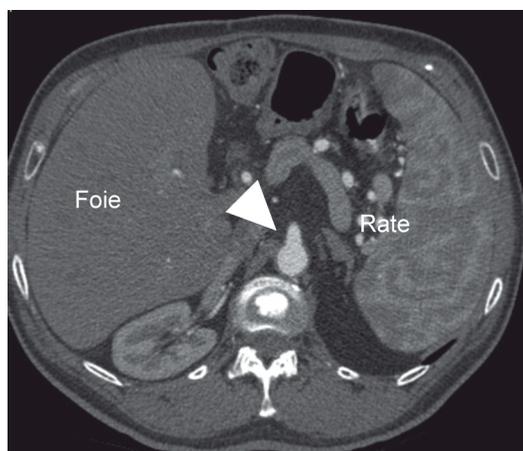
TDM abdominale injectée au temps artériel : l'aorte (tête de flèche) est le vaisseau le plus dense. La rate est tigrée (aspect normal au temps artériel).
